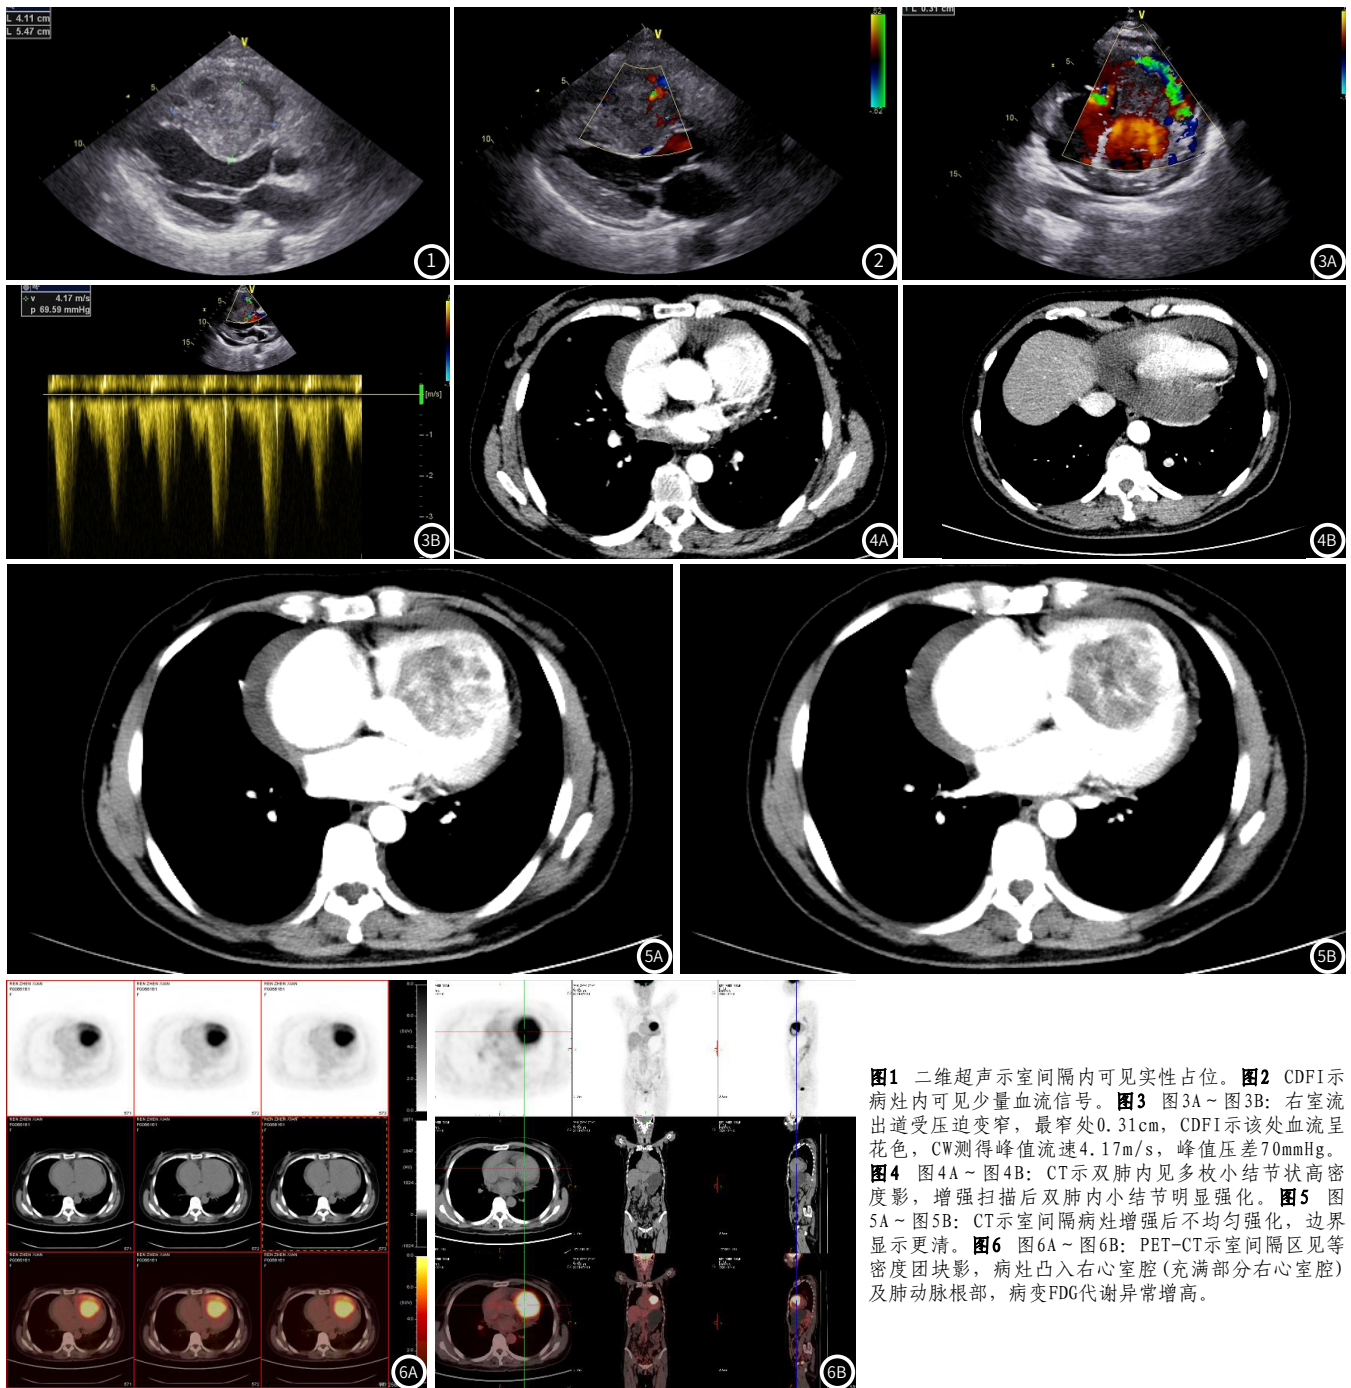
二维超声示室间隔内可见实性占位。图2 CDFI示病灶内可见少量血流信号。图3 图3A~图3B: 右室流出道受压迫变窄，最窄处0.31cm，CDFI示该处血流呈花色，CW测得峰值流速4.17m/s，峰值压差70mmHg。图4 图4A~图4B: CT示双肺内见多枚小结节状高密度影，增强扫描后双肺内小结节明显强化。图5 图5A~图5B: CT示室间隔病灶增强后不均匀强化，边界显示更清。图6 图6A~图6B: PET-CT示室间隔区见等密度团块影，病灶凸入右心室腔(充满部分右心室腔)及肺动脉根部，病变FDG代谢异常增高。
